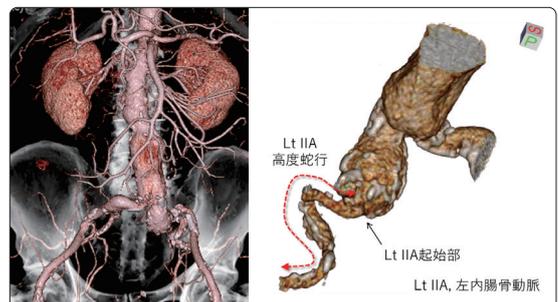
術前造影CT検査。背側から見ると左内腸骨動脈は高度に蛇行
